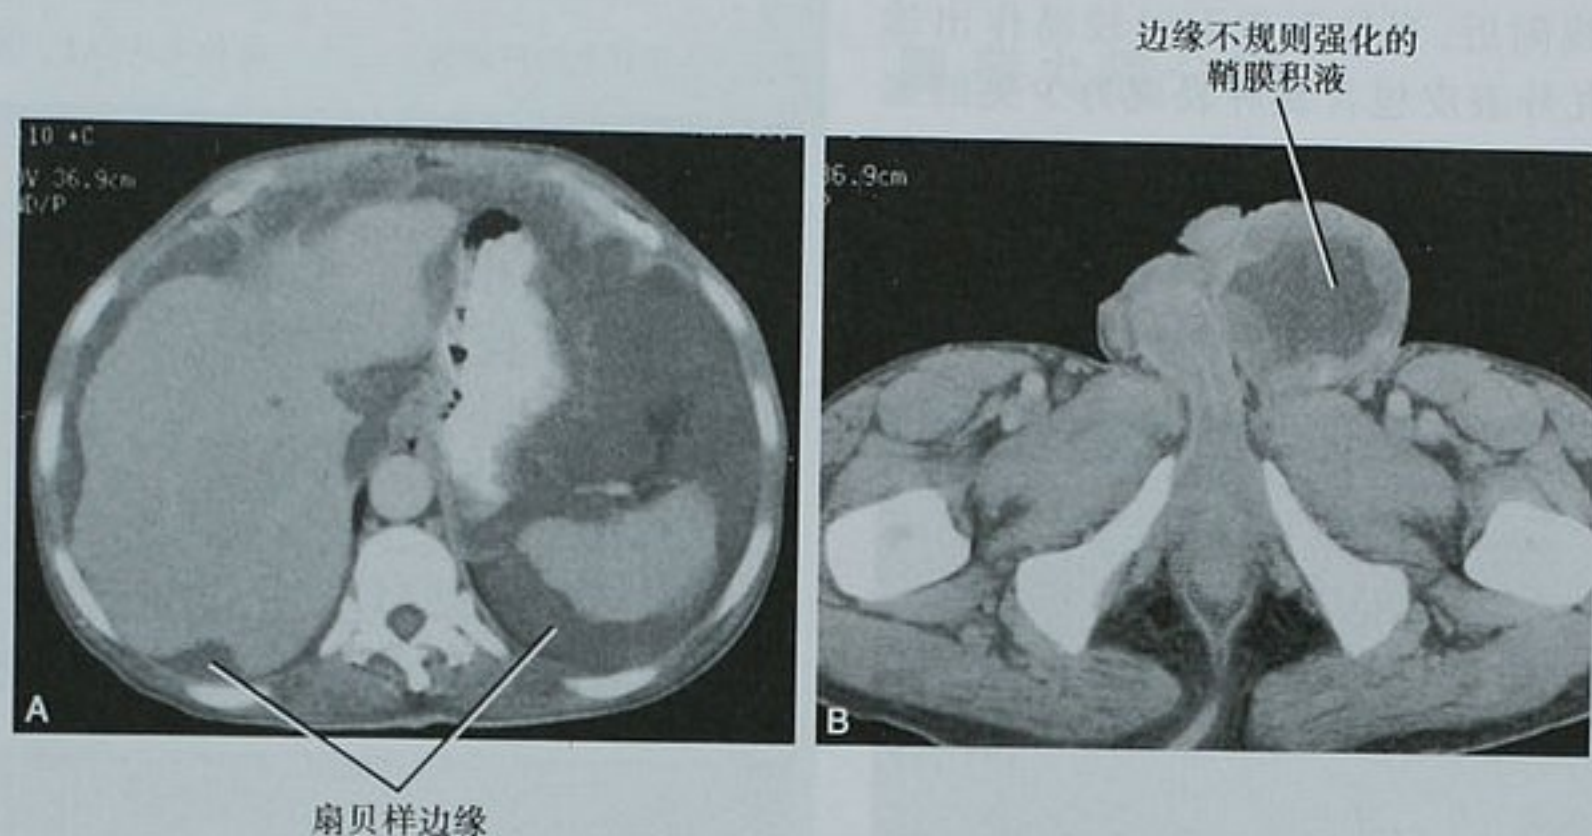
一位 64 岁老年男性腹腔肿瘤表现为左侧阴囊肿胀。超声(图未展示)显示复杂液体及阴囊壁不规则增厚提示需行 CT 检查。A. 上腹部轴位 CT 图像显示肝脾周围扇贝样液性密度,符合腹腔黏液性肿瘤表现;B. 会阴水平轴位图像显示阴囊内存在类似物质。手术证实为阑尾黏液腺癌
